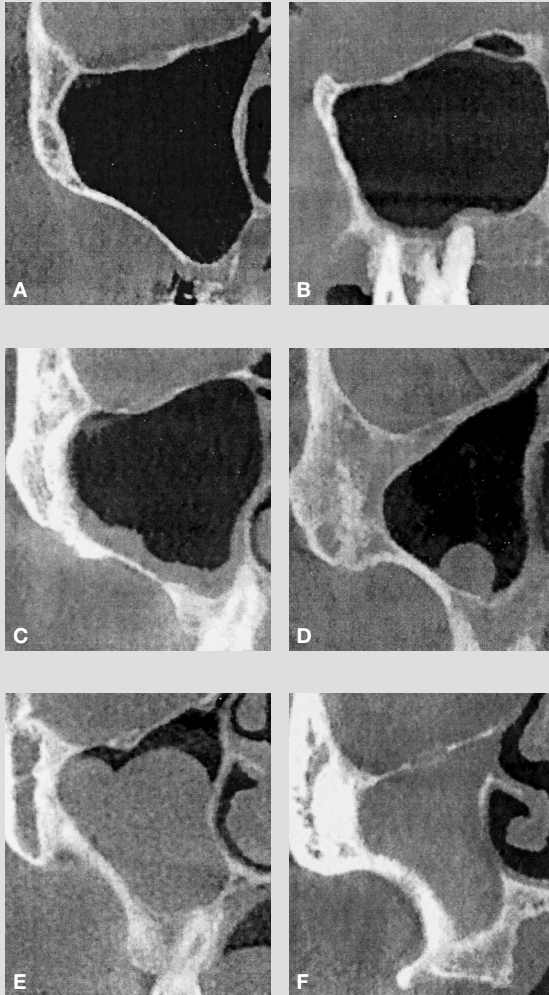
Eksempler på bløddelsfund i sinus maxillaris ved Cone Beam-scanning. A: Normal (ikke synlig) slimhinde (72-årig kvinde). B: Lokal slimhindefortykkelse ≤ 3 mm (63-årig kvinde). C: Lokal slimhindefortykkelse > 3 mm (45-årig mand). D: Isoleret pseudocyste (69-årig mand). E: Kombination af slimhindefortykkelse og pseudocyste udfyldende over halvdelen af sinus' lumen (27-årig kvinde). F: Total opacifikation af sinus maxillaris (61-årig mand).
